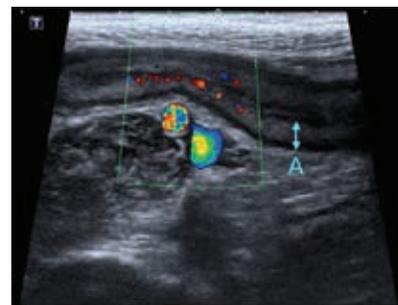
УЗИ от 7 февраля 2020 г. (А – толщина стенки тонкой кишки, В – жидкость межпетельно)
